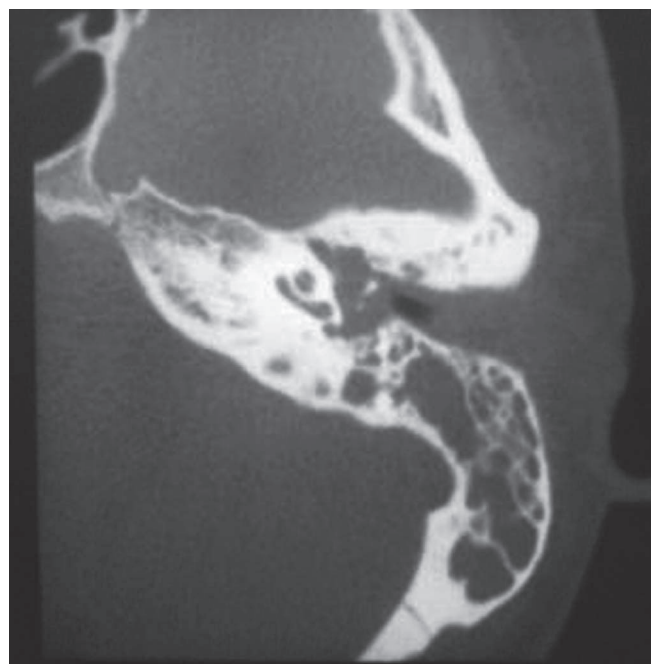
Tomografía computada simple de oído, en cortes axiales.
